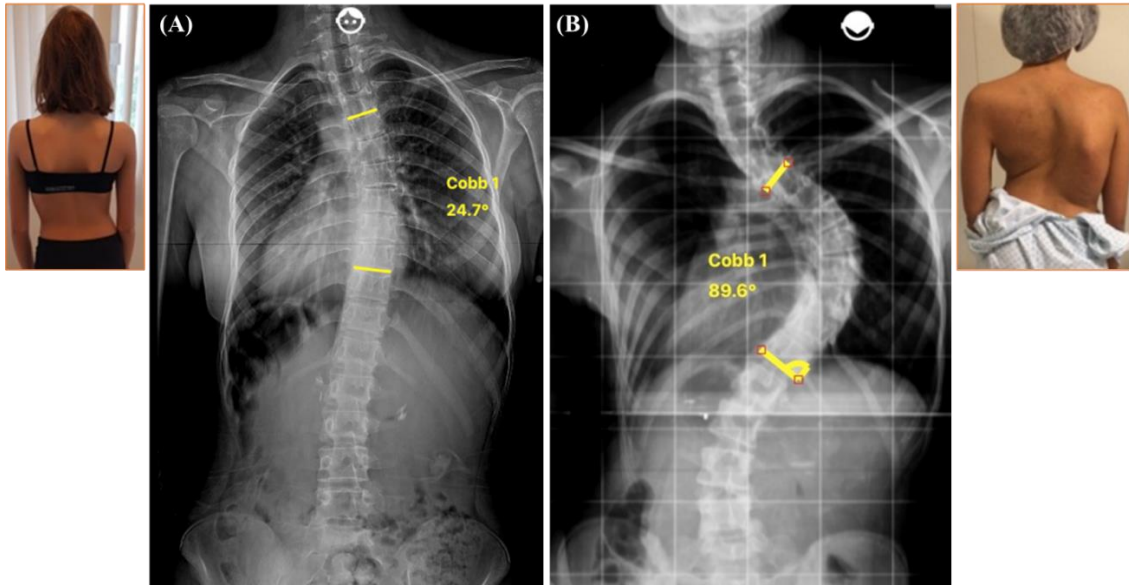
Exemplos de radiografias panorâmicas da coluna póstero-anterior. Imagens utilizadas para avaliação do ângulo de Cobb e classificação dos pacientes quanto a necessidade de tratamento cirúrgico para correção da curva escoliótica. (A) Exemplo de pacientes com escoliose com ângulo de Cobb $<45^\circ$. (B) Exemplo de pacientes com escoliose com ângulo de Cobb $\geq 45^\circ$ e com indicação de tratamento cirúrgico (Arquivo pessoal).
